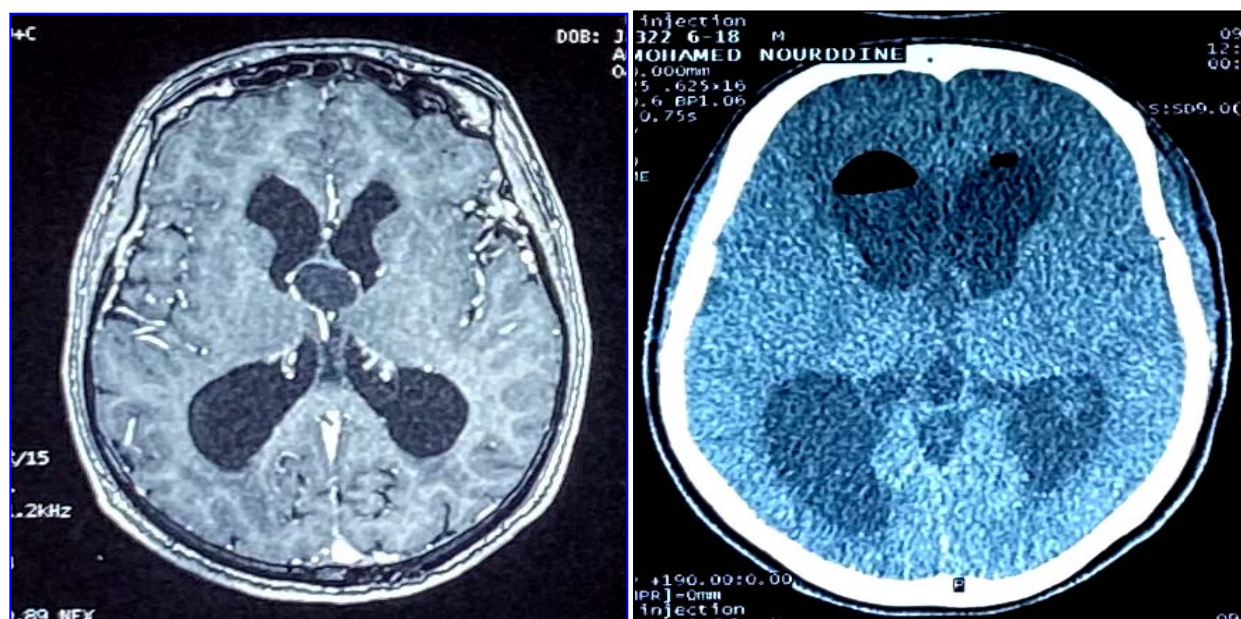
à gauche IRM cérébrale, coupe axiale injectée qui montre une lésion arrondie du V3 en hyposignal T1 non modifiée par le contraste de taille 22,4x18,5x17,5mm avec une dilatation des ventricules latéraux. A droite: TDM cérébrale de contrôle, coupe axiale qui montre une lésion arrondie du V3 mesurant 13,4x12mm, de contours nets spontanément hypodense avec dilatation des 2 VL et du V3.
